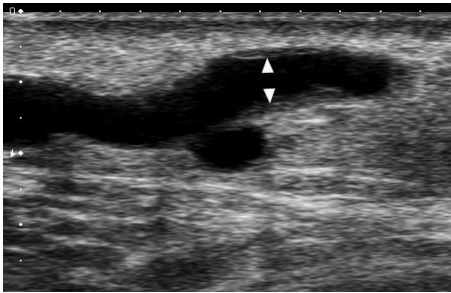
Flebitis superficial. Ecografía modo B, plano longitudinal desde cara posteroexterna de pantorrilla. Vena superficial dilatada, con engrosamiento de su pared (cabezas de flecha) y aumento de ecogenicidad de grasa adyacente por flebitis. El paciente se quejaba de dolor local espontáneo que aumentaba con la compresión con el transductor.
